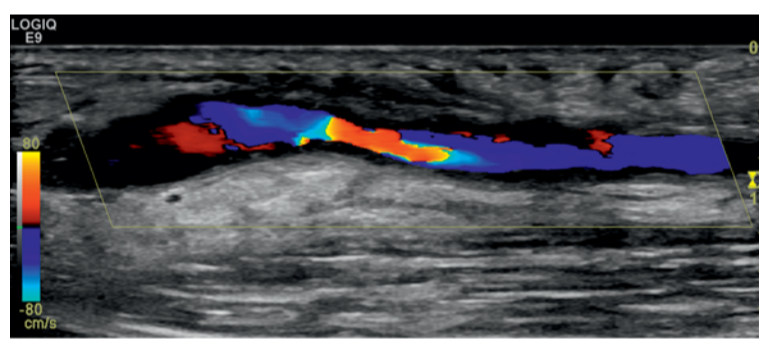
Häufig finden sich venöse Stenosen nahe der arteriovenösen Anastomose, im Bereich von Venenklappen oder im Mündungsbereich in die Tiefe. Im Farbdoppler zeigen sich intrastenotische Flussbeschleunigungen.
